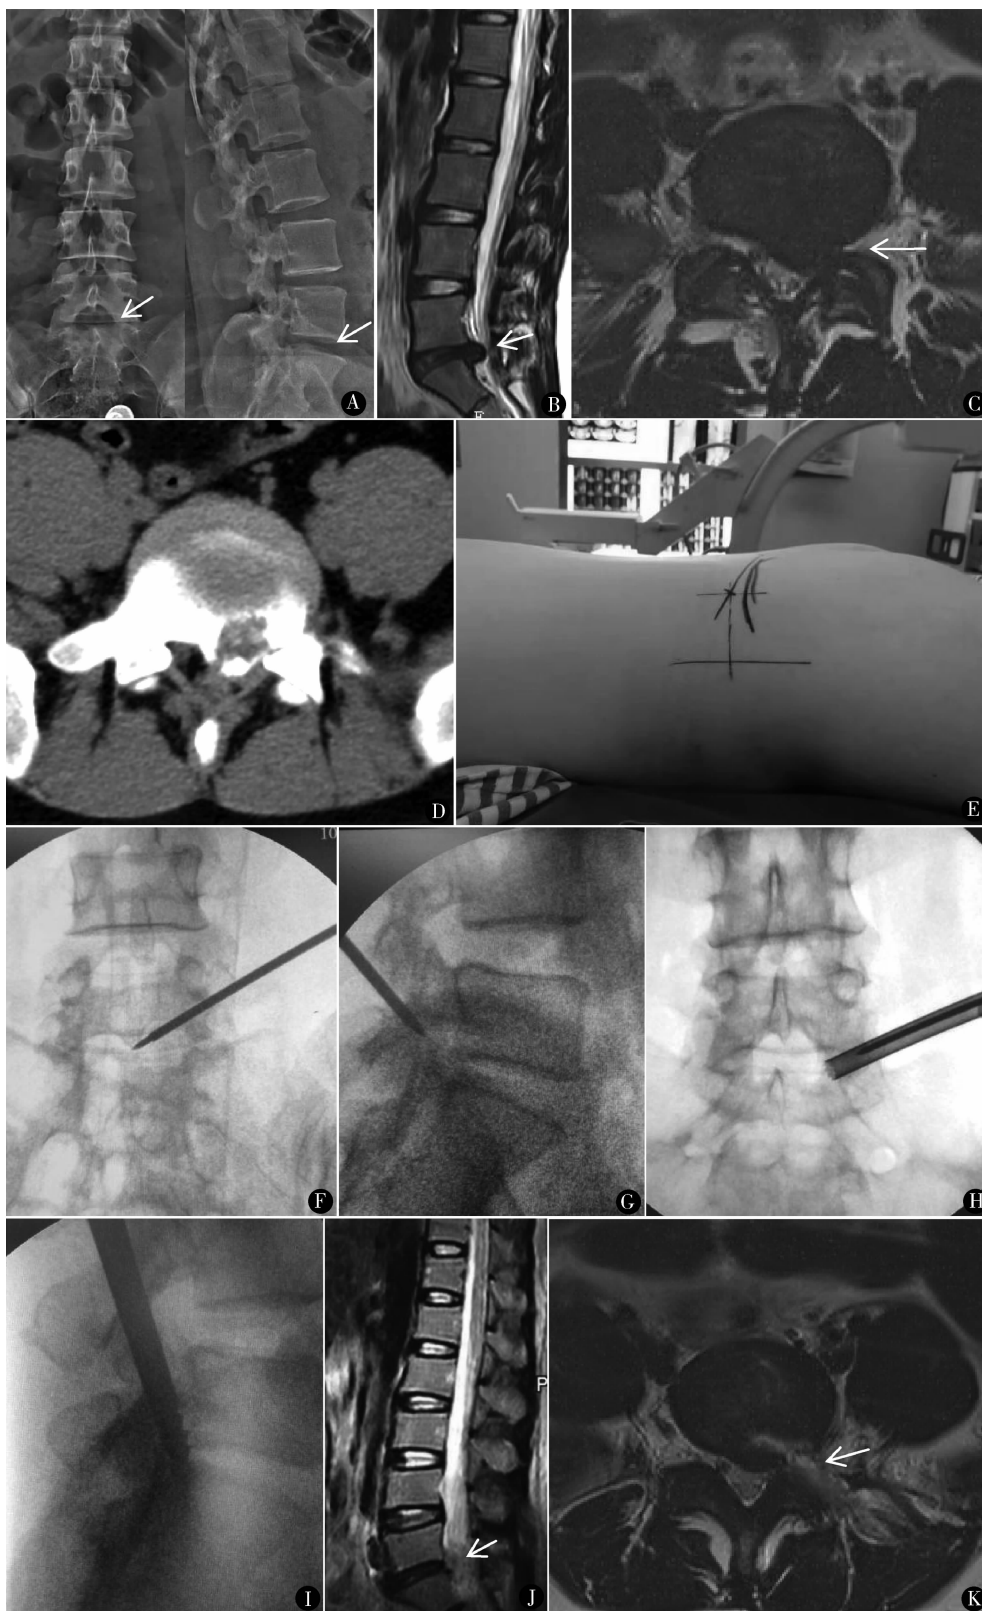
患者女, 37 岁, 以腰骶部疼痛为主, 行走约 300 m 后出现左下肢麻木、无力, 伴间歇性跛行。术前 X 线片 (A) 见腰椎无明显不稳; MRI (B、C) 见 L_5/S_1 椎间隙水平致压物, 左侧椎管及侧隐窝明显狭窄; CT (D) 可见致压物部分钙化, 关节突增生。诊断腰椎管狭窄症 (L_5/S_1 左侧), 在体表画线 (E) 后以克氏针穿刺 (F、G), 采用环锯结合骨钻进行椎间孔成形及椎管减压 (H、I), 术后症状改善明显, 1 周复查 MRI (J、K) 可见关节突被部分去除, 椎管内减压较彻底 (术中可见突出钙化组织已去除, 残留部分为后纵韧带)
